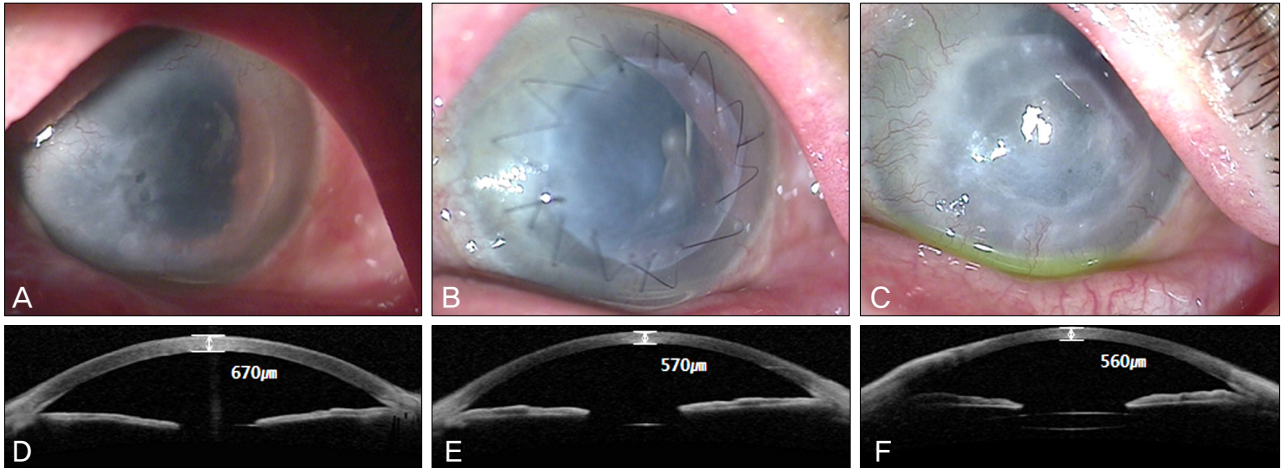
A 44 year-old man with pseudophakic bullous keratopathy treated with phototherapeutic keratectomy and amniotic membrane transplantation. (A-C) Slit lamp photographs at preoperative period (A), postoperative 1 month (B) and 3 months (C). (D-F) Anterior segment optical coherence tomography at preoperative period (D), postoperative 1 month (E), and 3 months (F).
